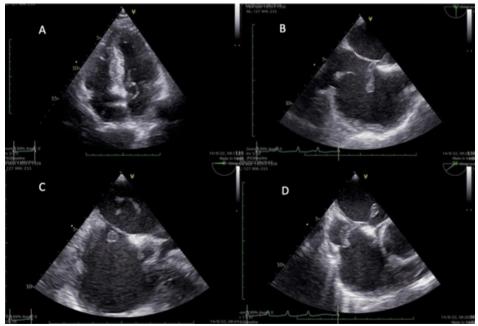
Ecocardiograma realizado al diagnóstico. A) Ecocardiograma transtorácico que muestra imagen serpiginosa en aurícula izquierda metiéndose al ventriculo izquierdo a través de la válvula mitral. B), C), D): imágenes de ecocardiograma transesofágico que muestran imagen serpiginosa a nivel de ambas aurículas y cabalgando en el septum interauricular a través de un foramen oval permeable, compatible con trombo.
